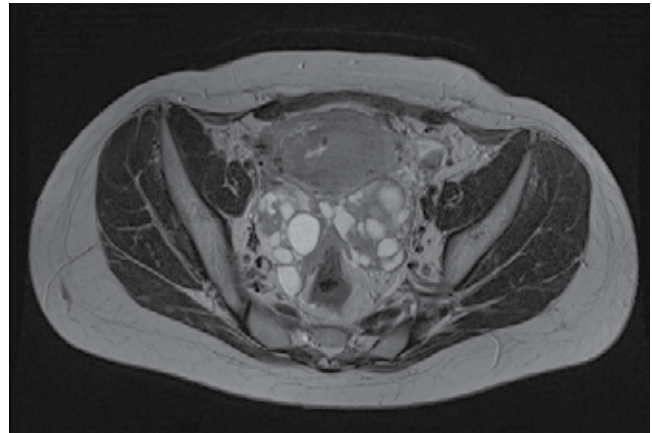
Магнитно-резонансная томография органов малого таза с внутривенным контрастированием
